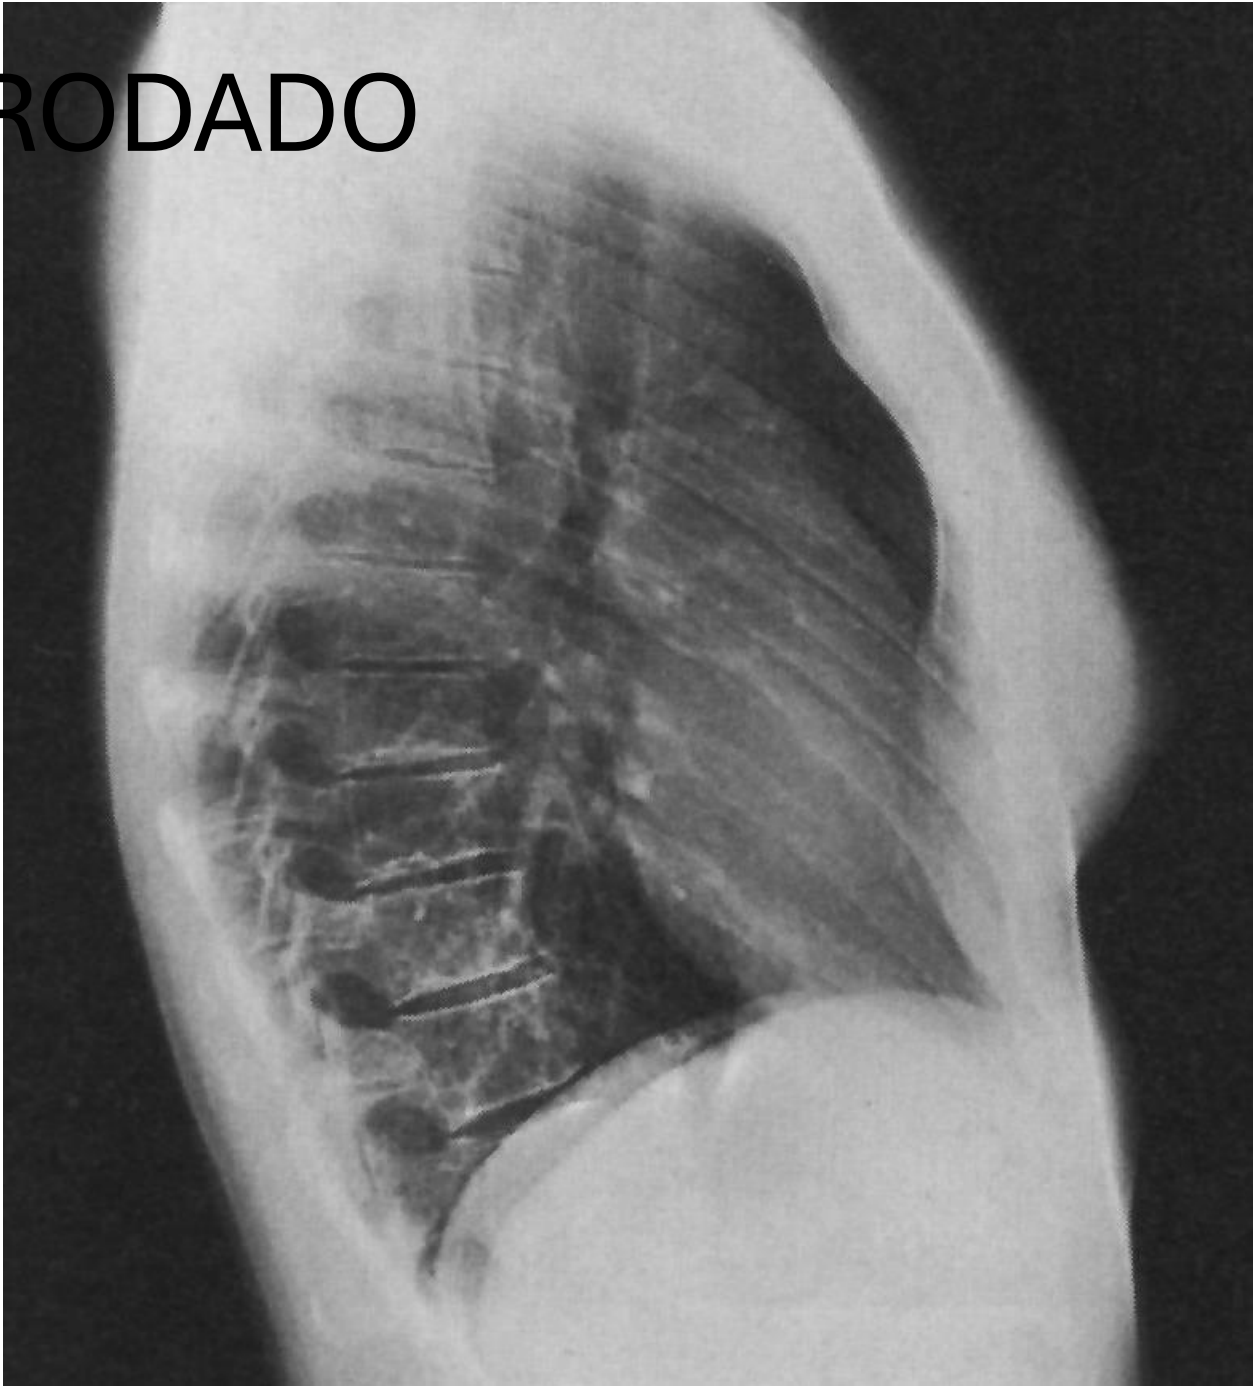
IMAGE CRITIQUE LEFT LATERAL CHEST XRAY
